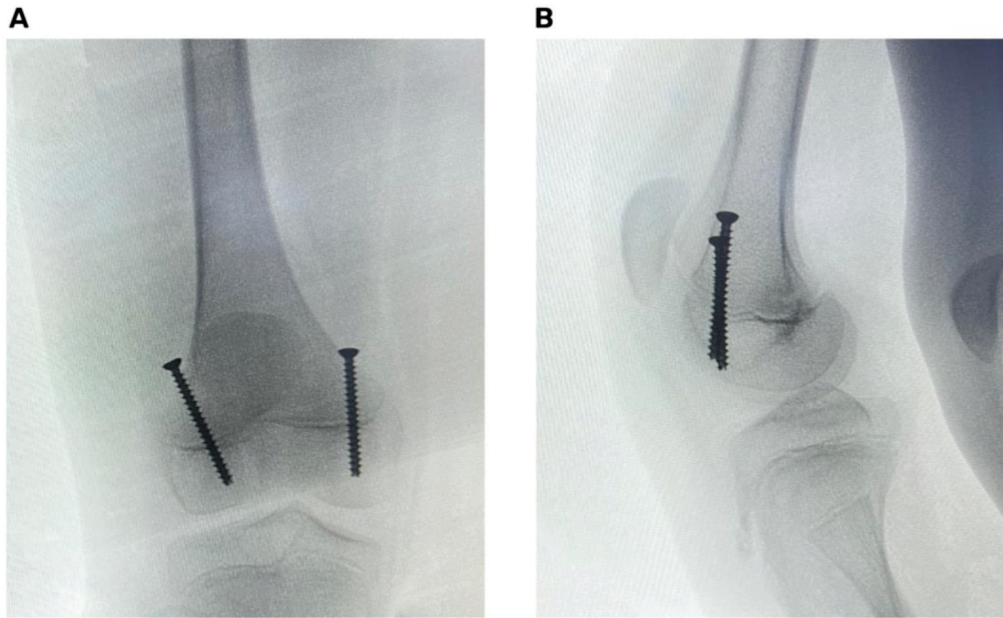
Hemiepifisiodesis anterior de fémur distal con dos tornillos canulados percutáneos. (A) Radiografía anteroposterior intraoperatoria. (B) Radiografía lateral intraoperatoria.
